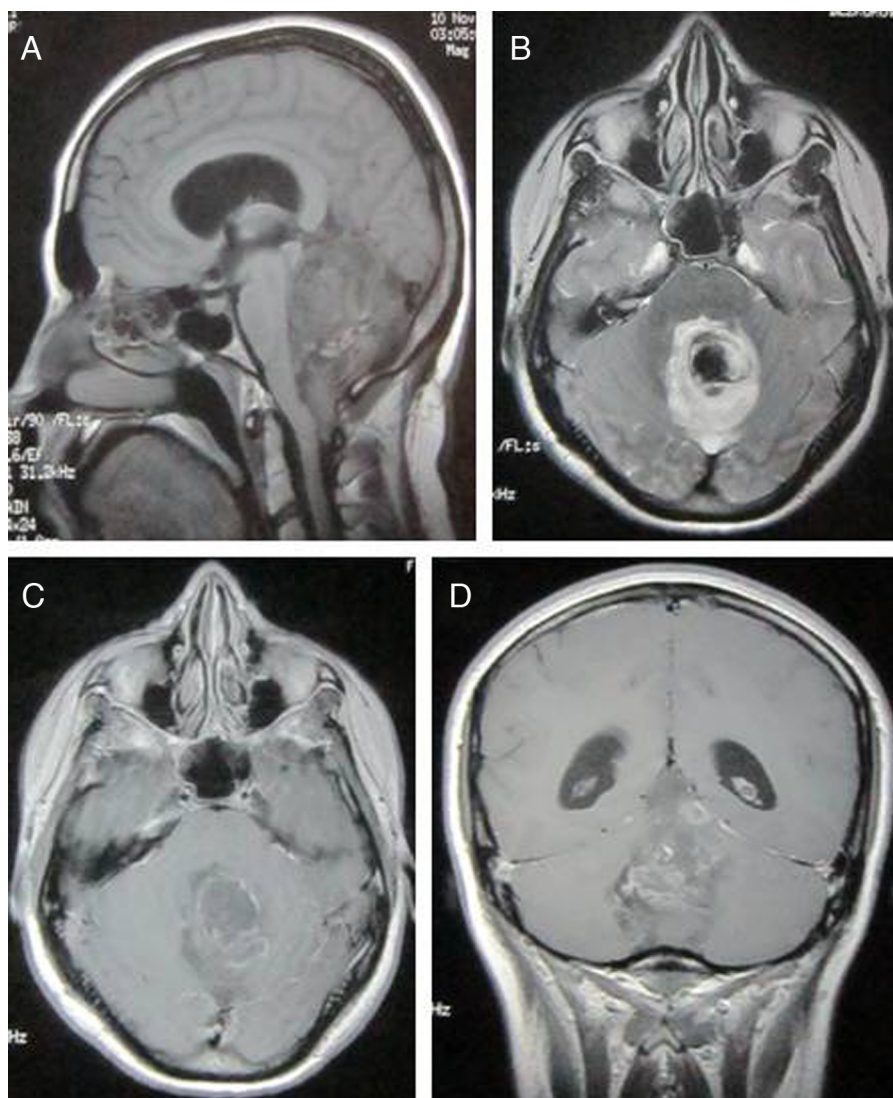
A) La RM preoperatoria en secuencia T1-FLAIR muestra tumor que ocupa el cuarto ventrículo, hipointensa con áreas hiperintensas perilesionales. B) En secuencia T2-FLAIR muestra la lesión hiperintensa. C-D) Los cortes axial y coronal muestran realce no homogéneo de la lesión tras administración de contraste.
